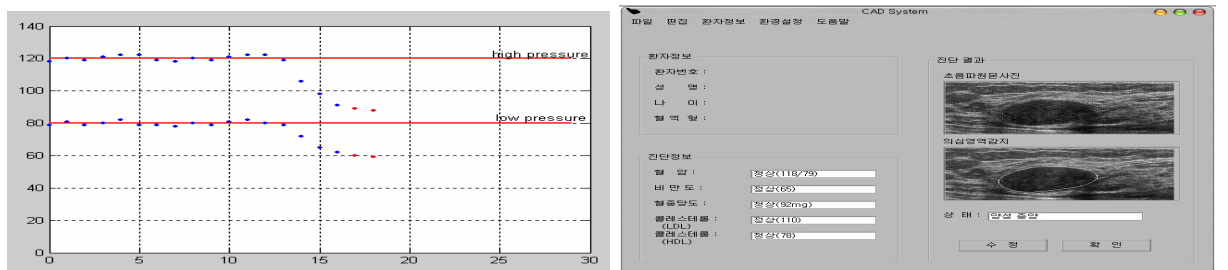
초음파를 이용한 유방암 종양 탐지 DEMO
